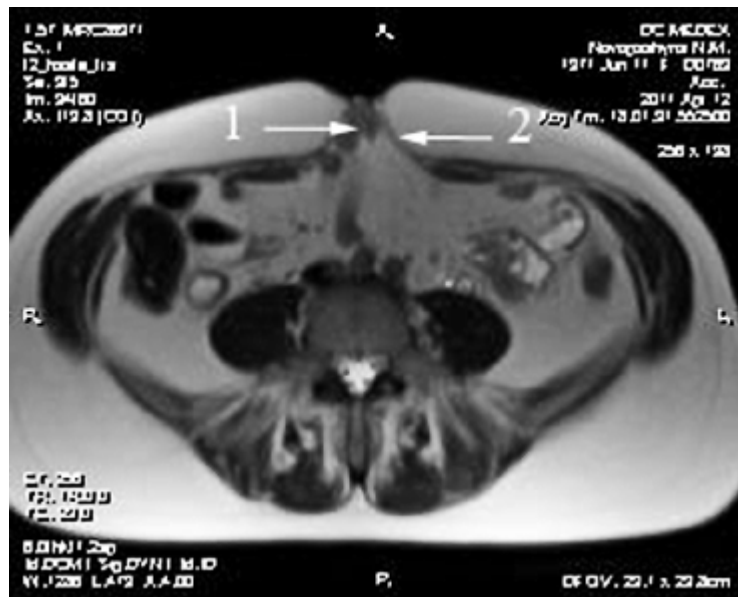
При МРТ тулуба (аксіальна проекція) виявлена пупкова грижа
